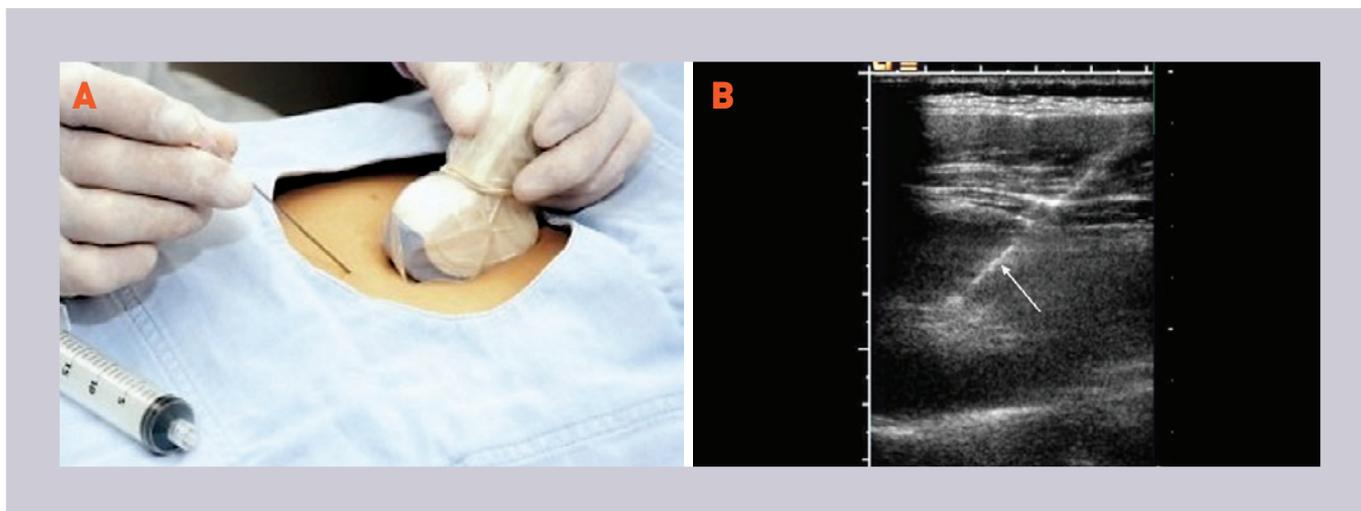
A: imagen mostrando el sitio de punción de la aguja en la piel; con una mano se sostiene la aguja, mientras se sujeta el transductor con la otra mano. B: imagen de ultrasonido mostrando el trayecto de la aguja desde la piel hasta su entrada en el riñón.
